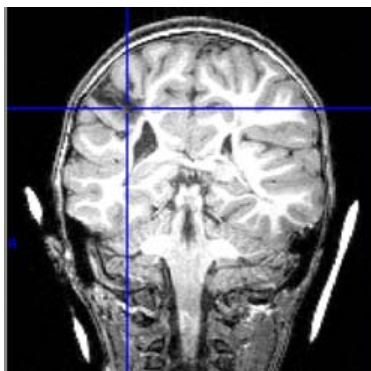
visualisation sur l'IRM anatomique de la cicatrice d'un AVC néonatal.
